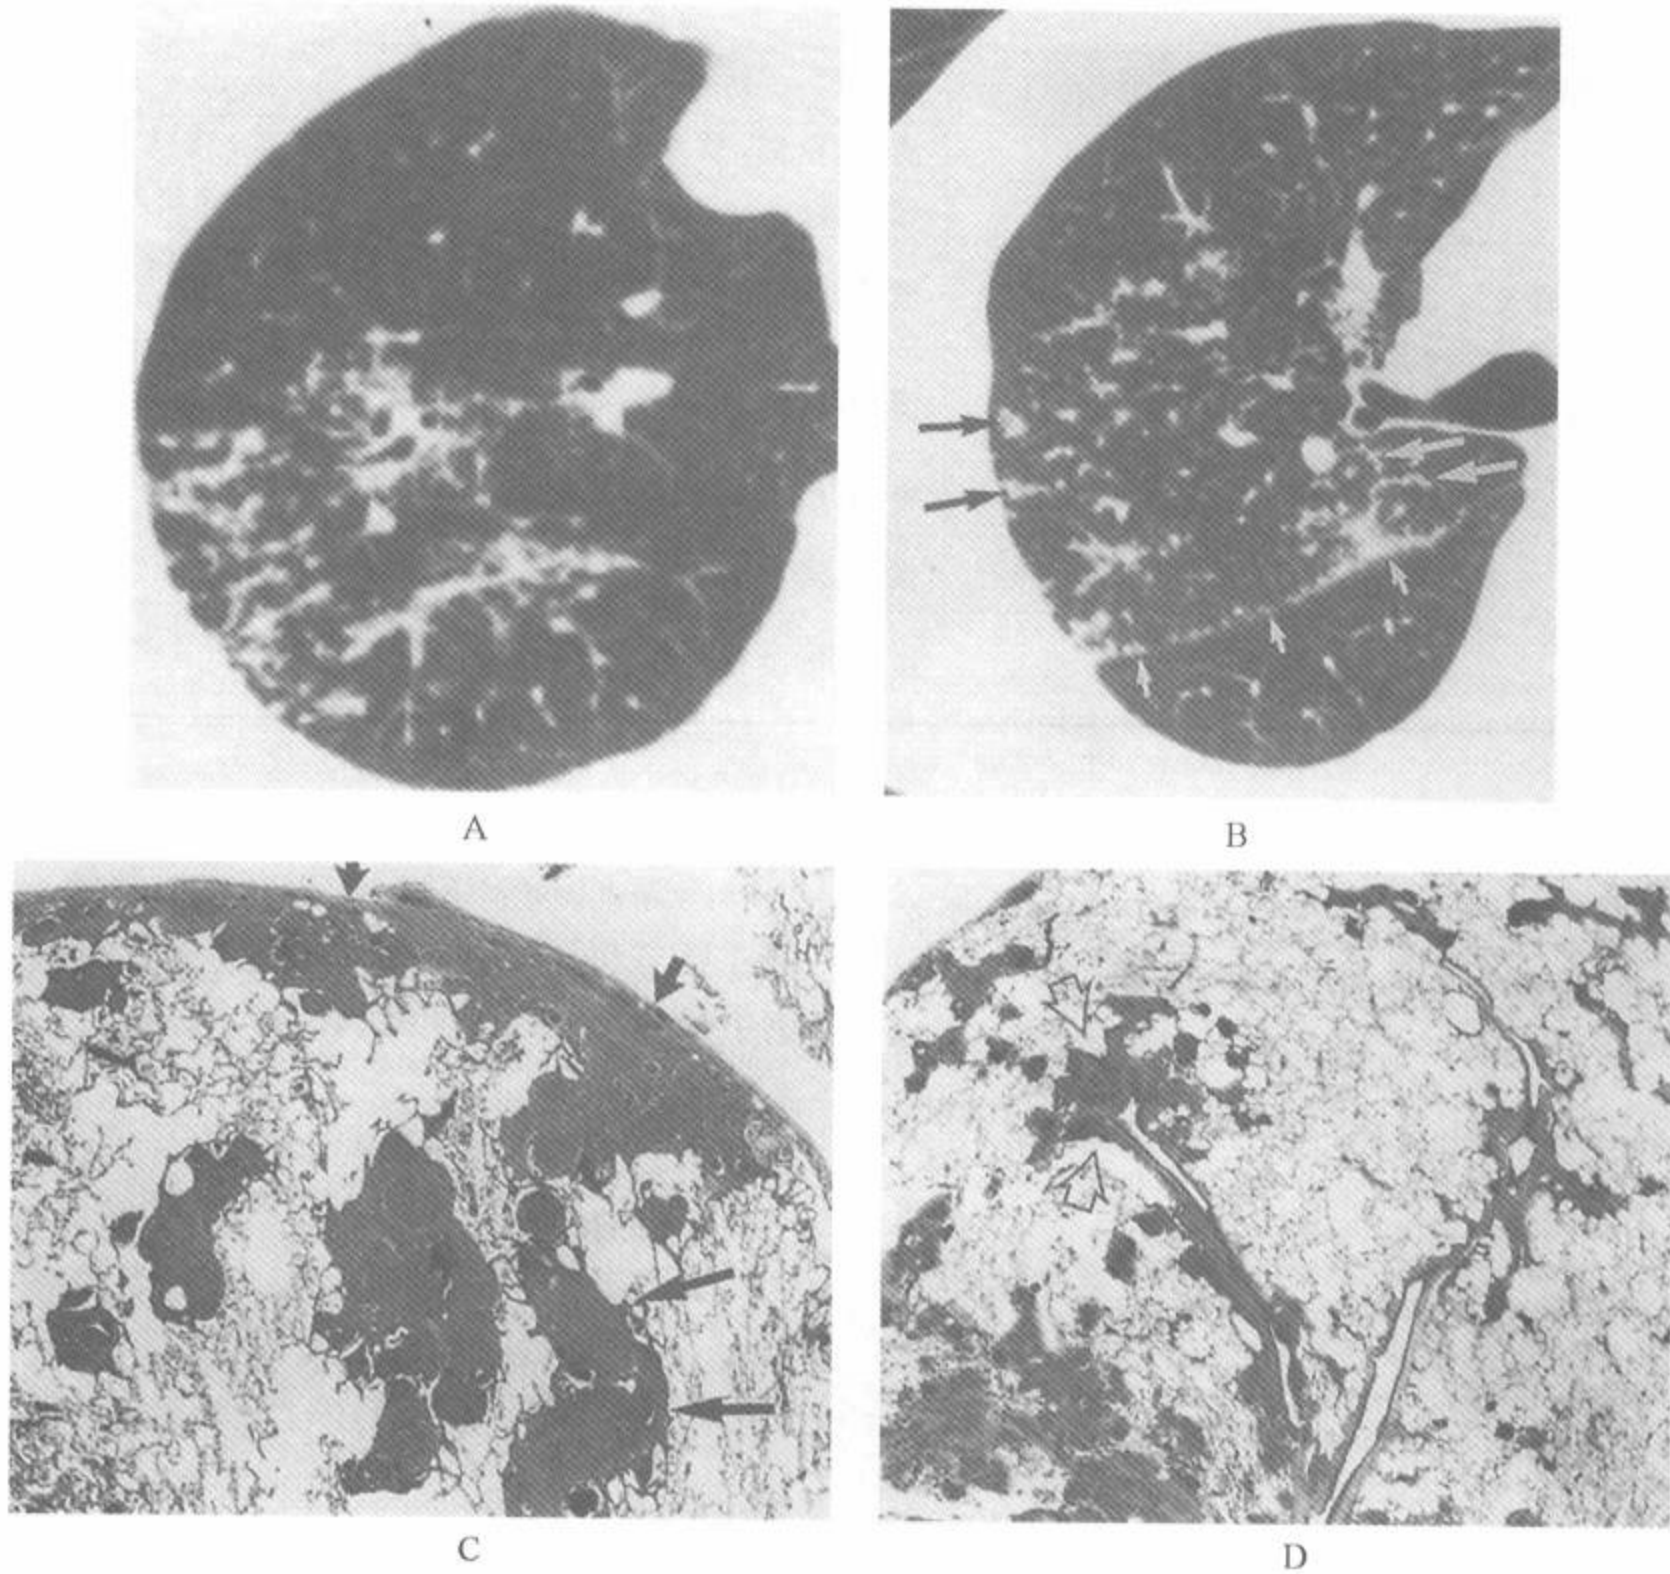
HRCT 和开胸肺活检上表现为淋巴管周围分布的结节病
